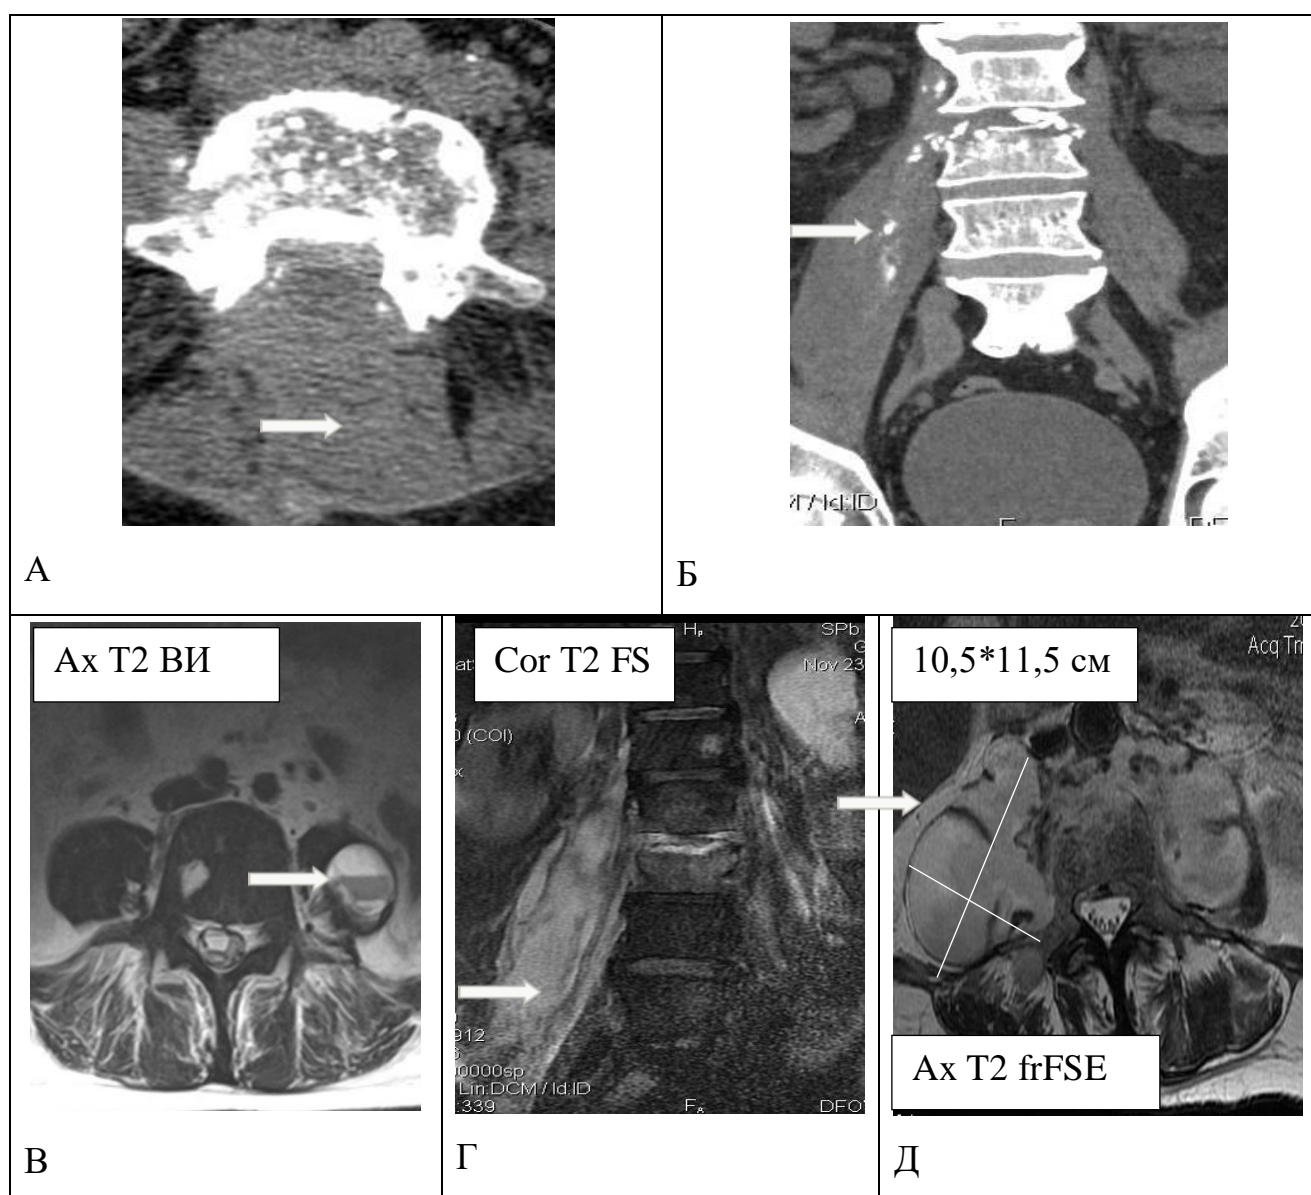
Виды инфильтрации в паравертебральных мягких тканях и паравертебральные абсцессы при проведении МСКТ и МРТ
